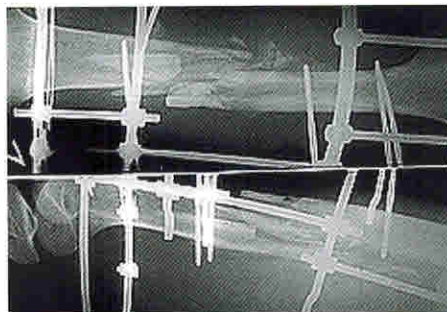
Рентгенограмма того же больного. Несросшийся перелом. Множественные свободные отломки (секвестры) в зоне перелома. Хронический ПТО
